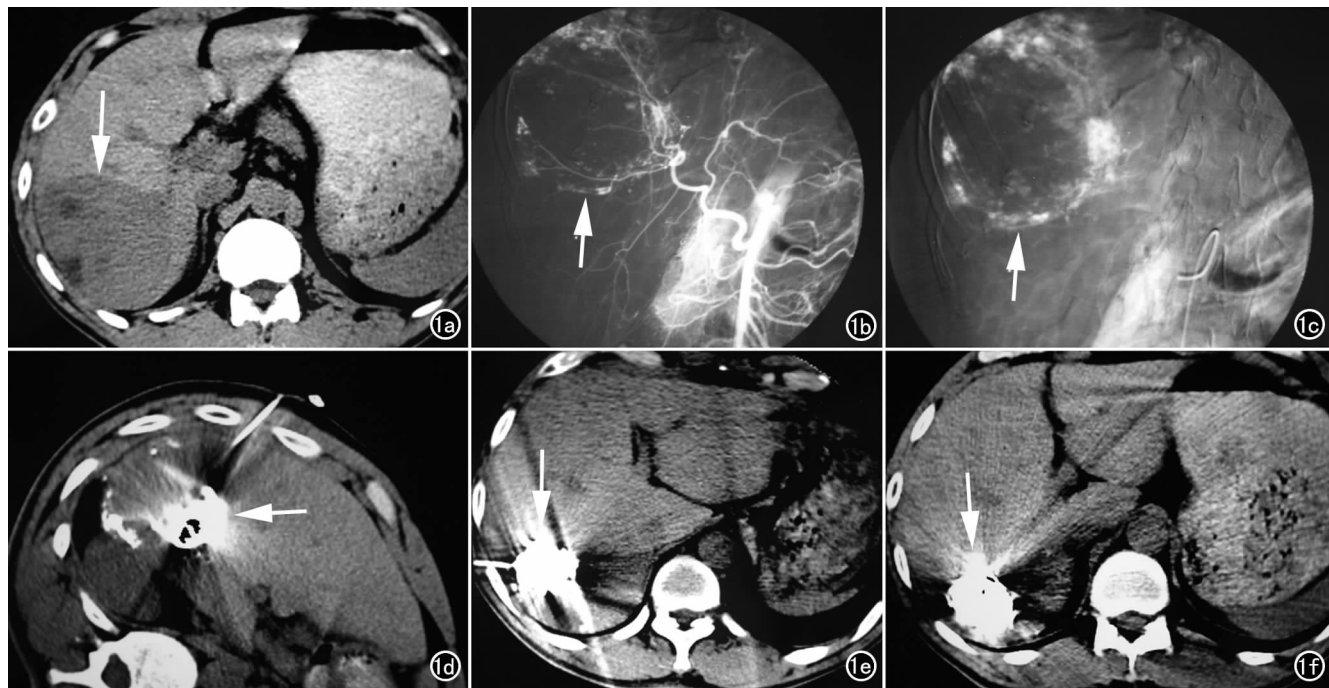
病例1。a) 术前 CT 显示低密度病灶(箭); b) 动脉造影动脉期像; c) 动脉造影实质期像; d) 第 1 次 CT 引导下介入治疗; e) 第 2 次 CT 引导下介入治疗; f) 2 次介入治疗 6 个月后 CT 复查(箭)。
